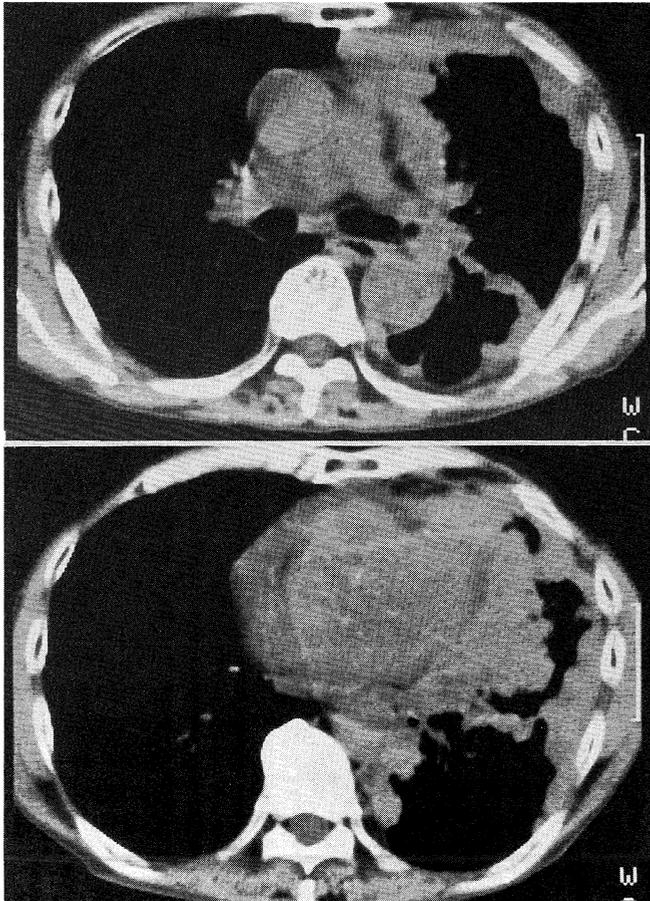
a 胸部CT像——左側胸膜を主としたびまん性の胸膜の肥厚を認める。
